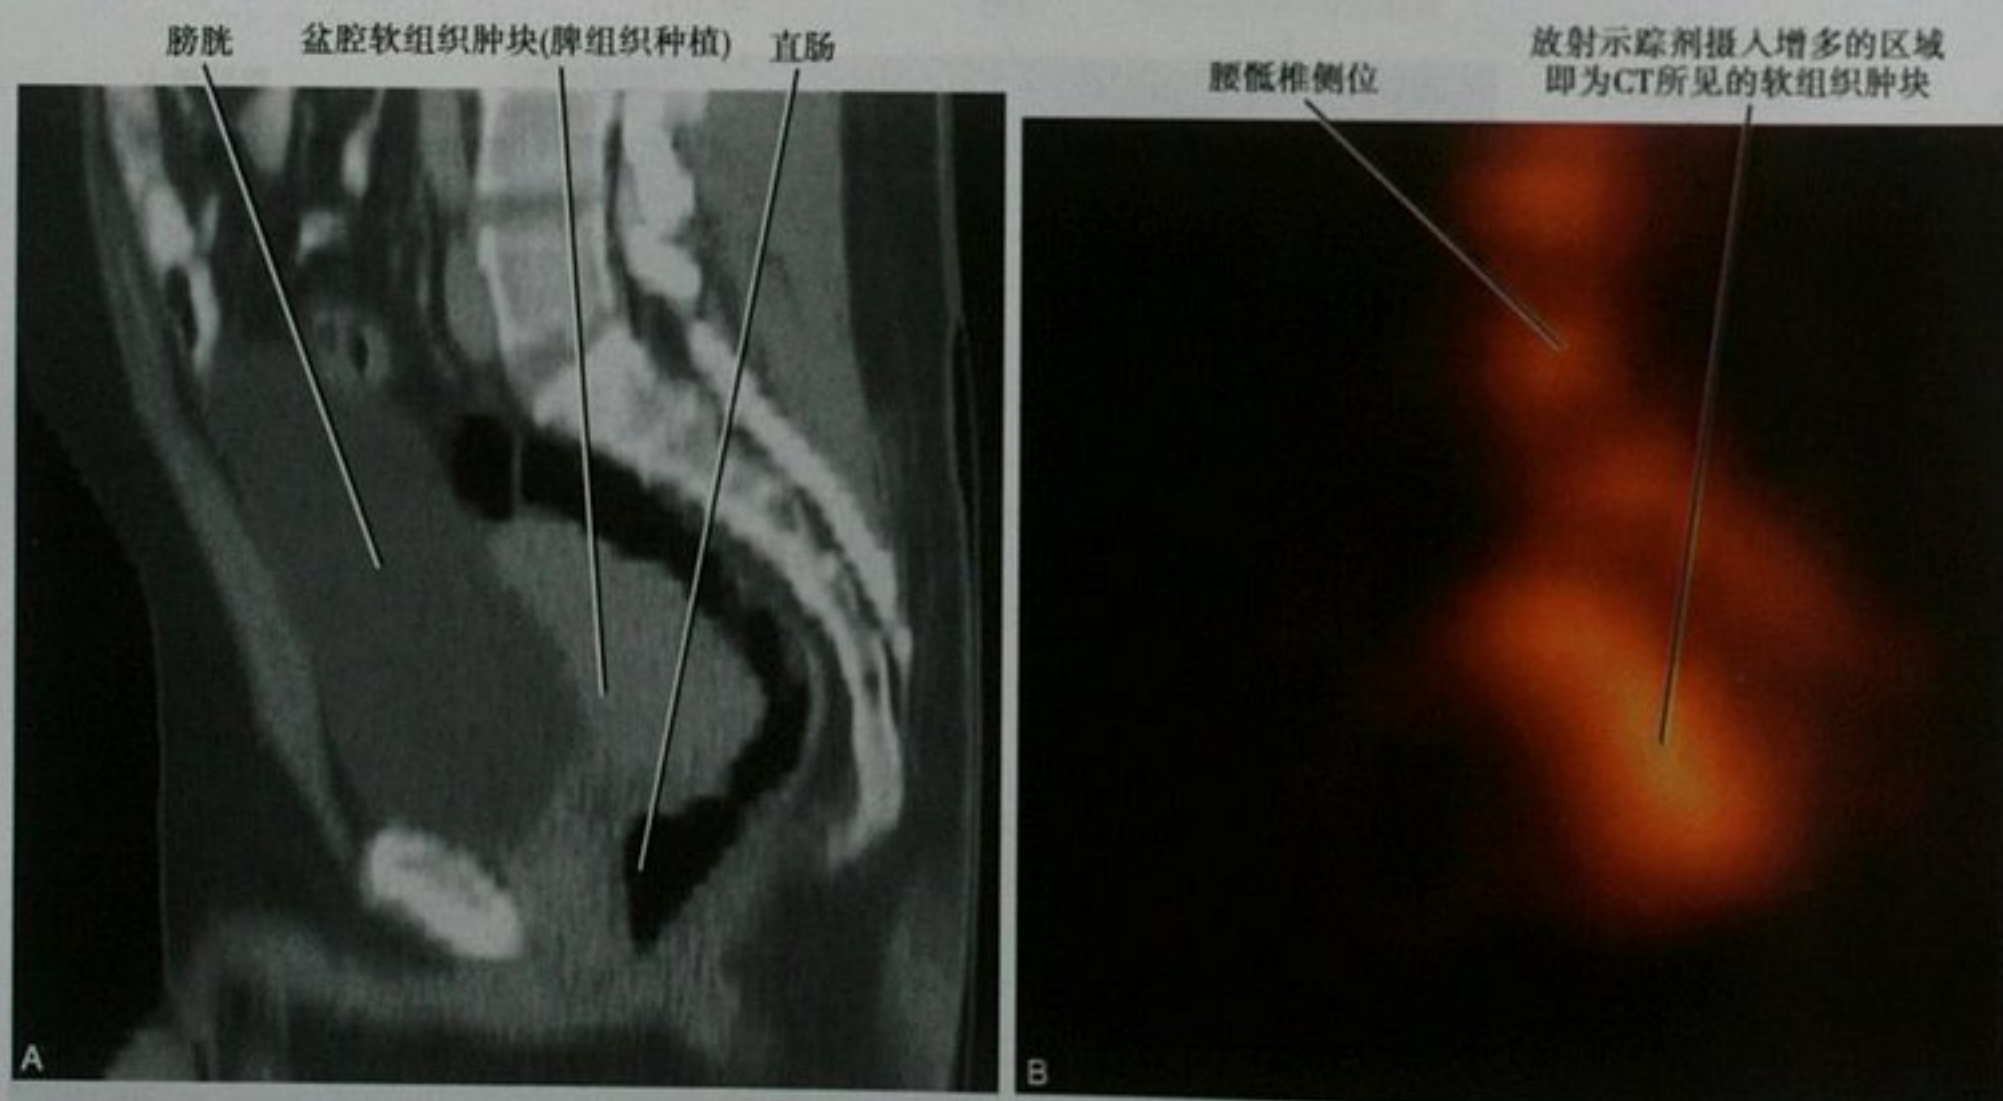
盆腔脾组织种植患者的 CT 平扫矢状位重建图像(A)和侧位锝-99m 标记的热损伤红细胞单光子发射计算机断层(SPECT)检查图像(B)
